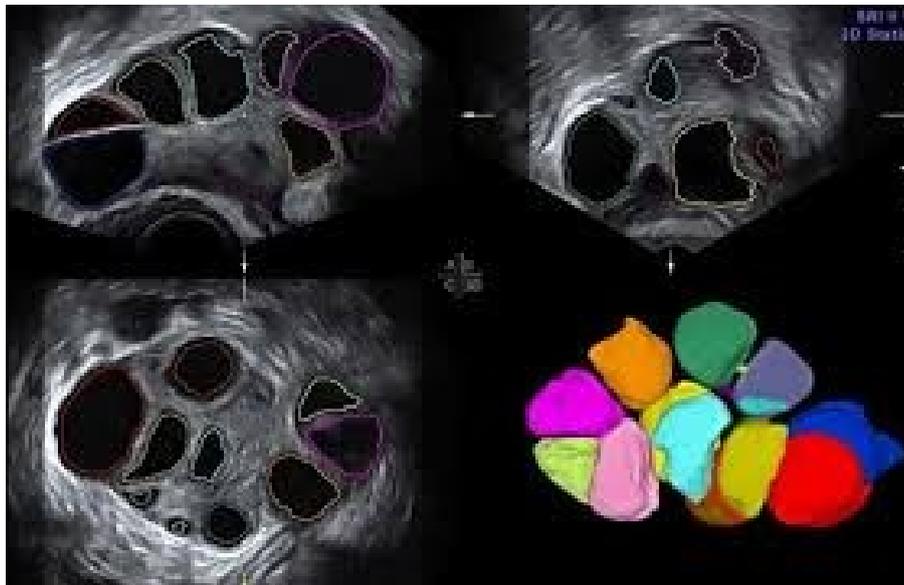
CFA en échographie 2D et 3D, YL Echo
